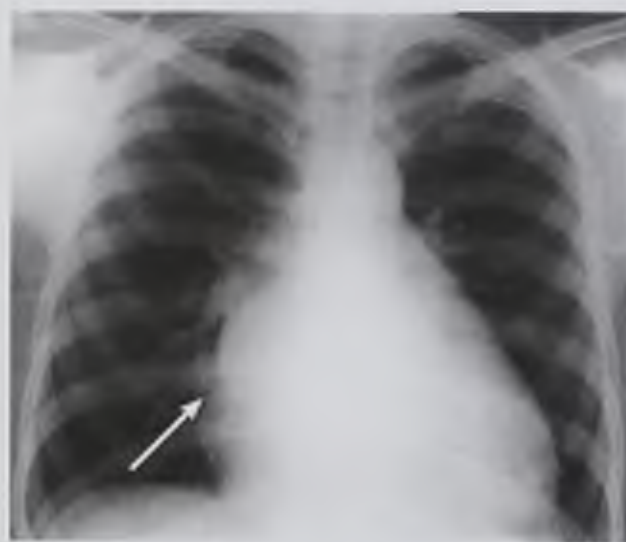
Рентгенограмма в прямой проекции. Увеличение левого предсердия (стрелка)
